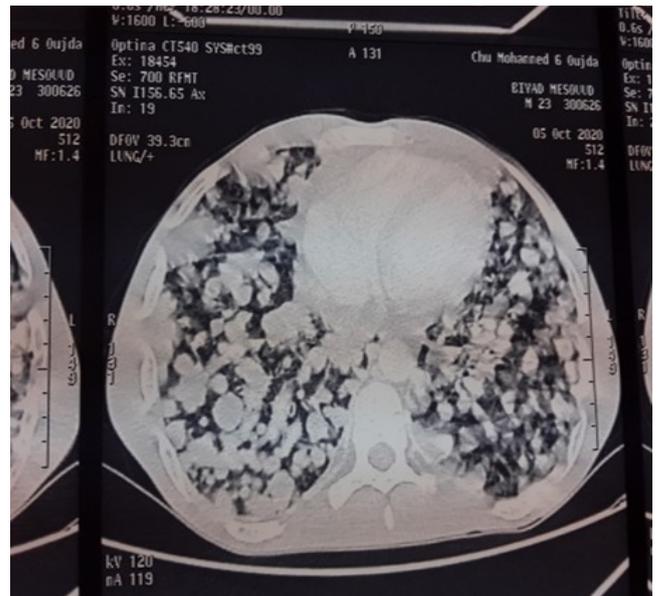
TDM thoracique montrant une image en lâcher de ballon.
